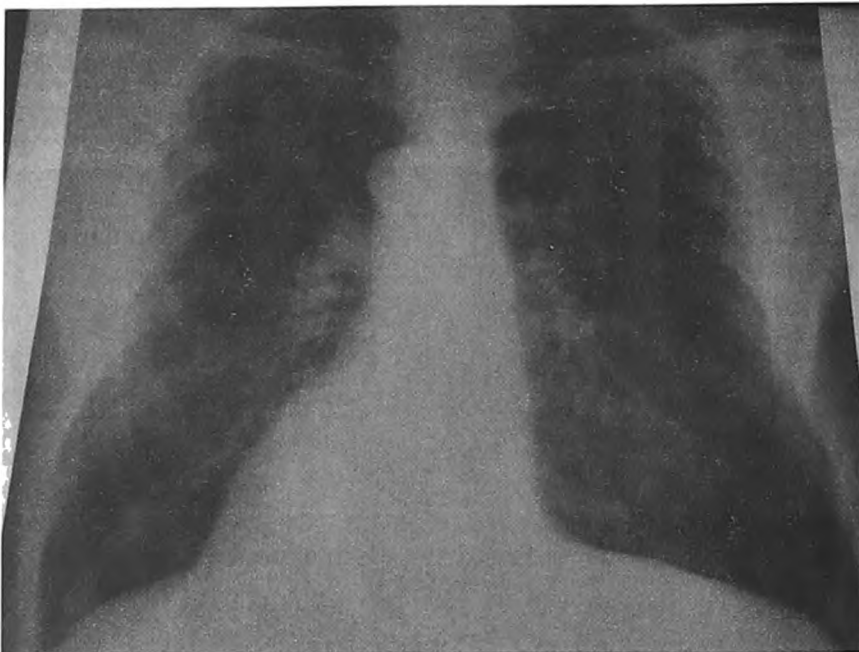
Рентгенограмма органов грудной клетки больного С.
